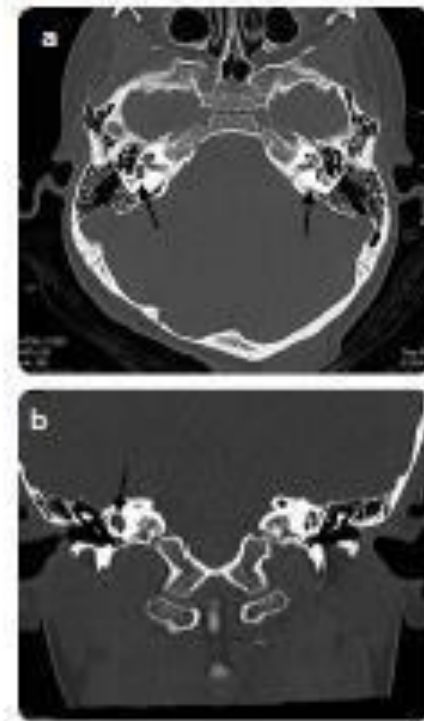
Malformación de Mondini. a) TAC con la axial dilatación del vestibulo derecho; al lado izquierdo se ve un vestibulo de apariencia normal. Las flechas señalan el vestibulo derecho dilatado y el izquierdo normal. b) TAC en corte coronal la cóclea. Derecha consiste en 1,5 vueltas, en las cuales, la vuelta media y apical se unen para formar un ápice de aspecto quístico.
